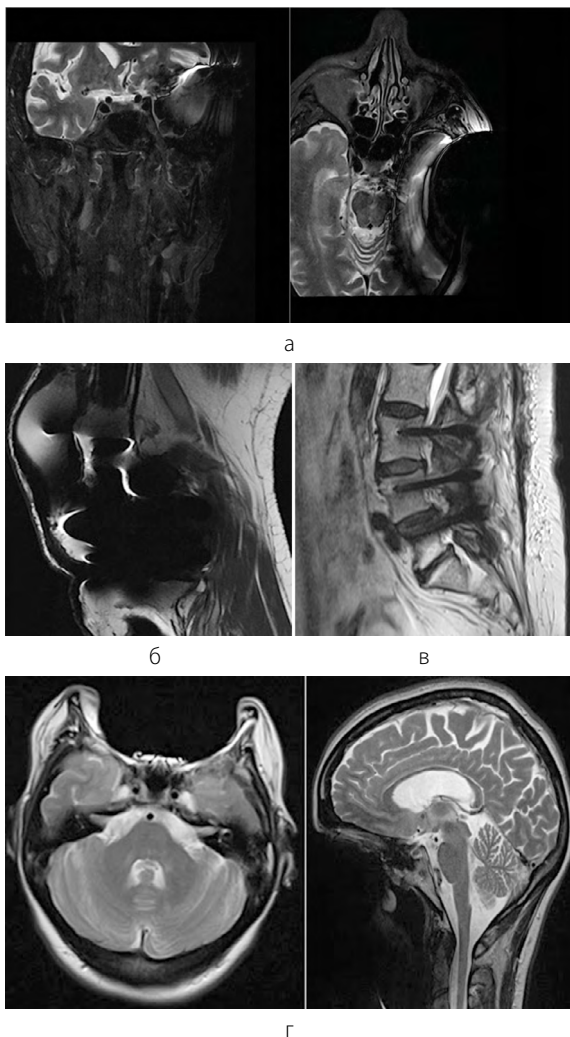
Примеры артефактов от металлоконструкций в МРТ: а – STIR ИП головного мозга у пациента с пулевым ранением височной области в корональной (слева) и аксиальной (справа) плоскостях; б – T1 ВИ коленного сустава в сагиттальной плоскости у пациента после тотального эндопротезирования; в – T2 ВИ пояснично-крестцового отдела позвоночника в сагиттальной плоскости с наличием транспедикулярной фиксации сегмента L3-L5; г – T2 ВИ пациента с брекет-системой в полости рта в аксиальной (слева) и сагиттальной (справа) плоскостях
